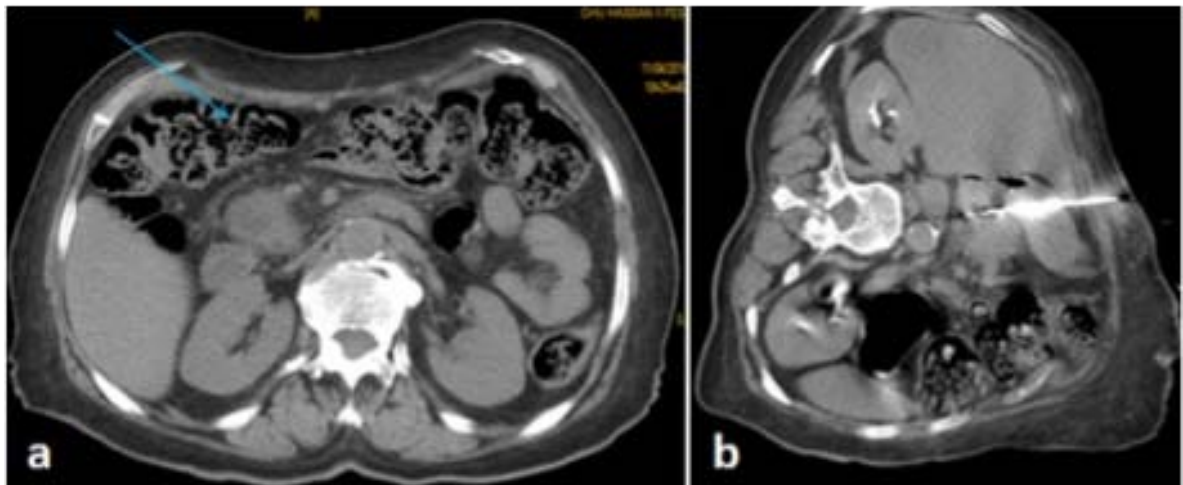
TDM abdominale – coupes axiales.
